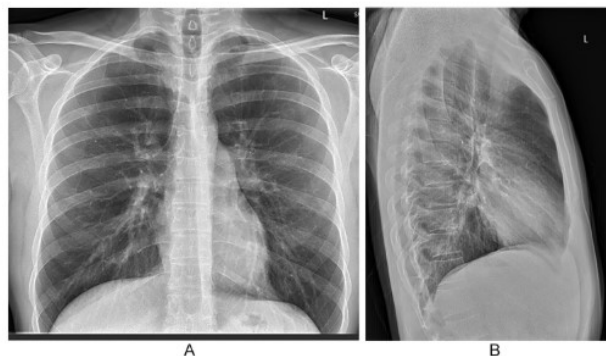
(A and B) Chest X-ray performed as an outpatient revealing complete resolution of disease with no remnant evidence of disease.
